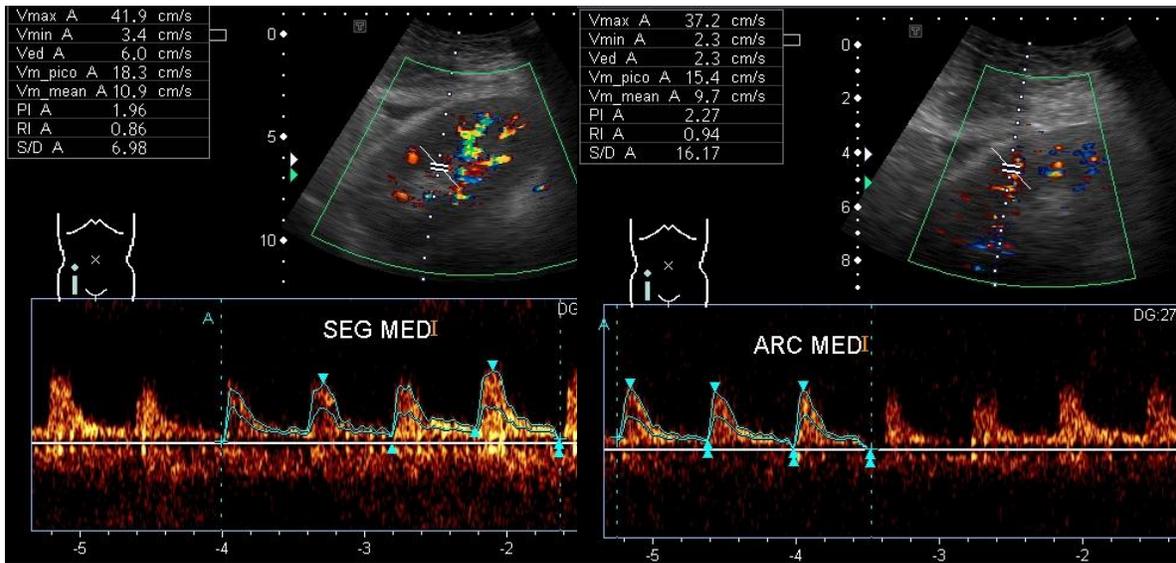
Rechazo agudo. Ultrasonido con aplicación Doppler espectral, se observa escasa líquido anecoico periinjerto, arterias intraparenquimatosas con espectros suprabasales y de alta resistencia (>0.80). Se realiza toma de biopsia reportando rechazo agudo celular y humoral en masculino de 39 años de edad.
